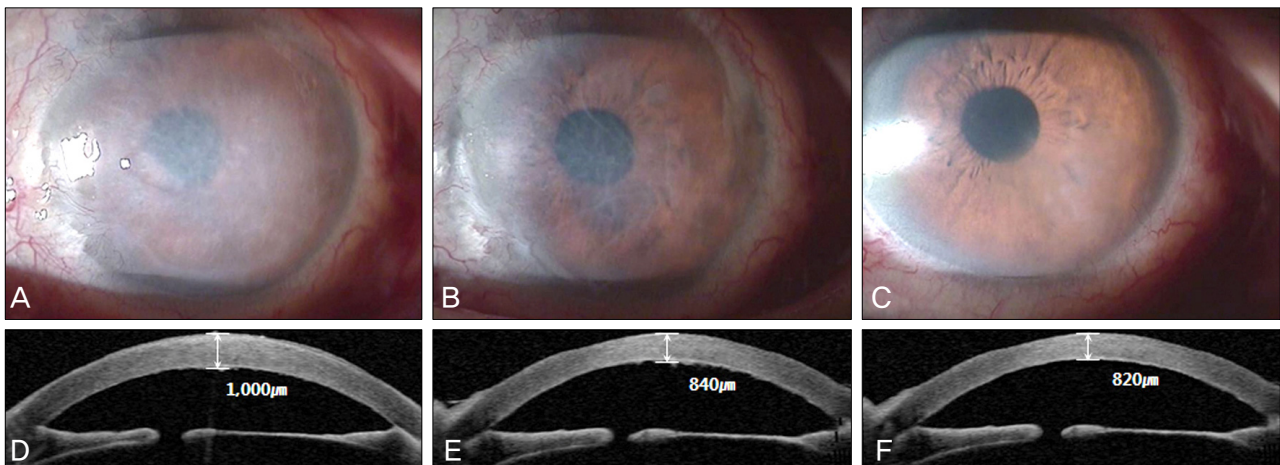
A 50 year-old man with pseudophakic bullous keratopathy treated with phototherapeutic keratectomy. (A-C) Slit lamp photographs at preoperative period (A), postoperative 1 month (B) and 3 months (C). (D-F) Anterior segment optical coherence tomography at preoperative period (D), postoperative 1 month (E), and 3 months (F).
